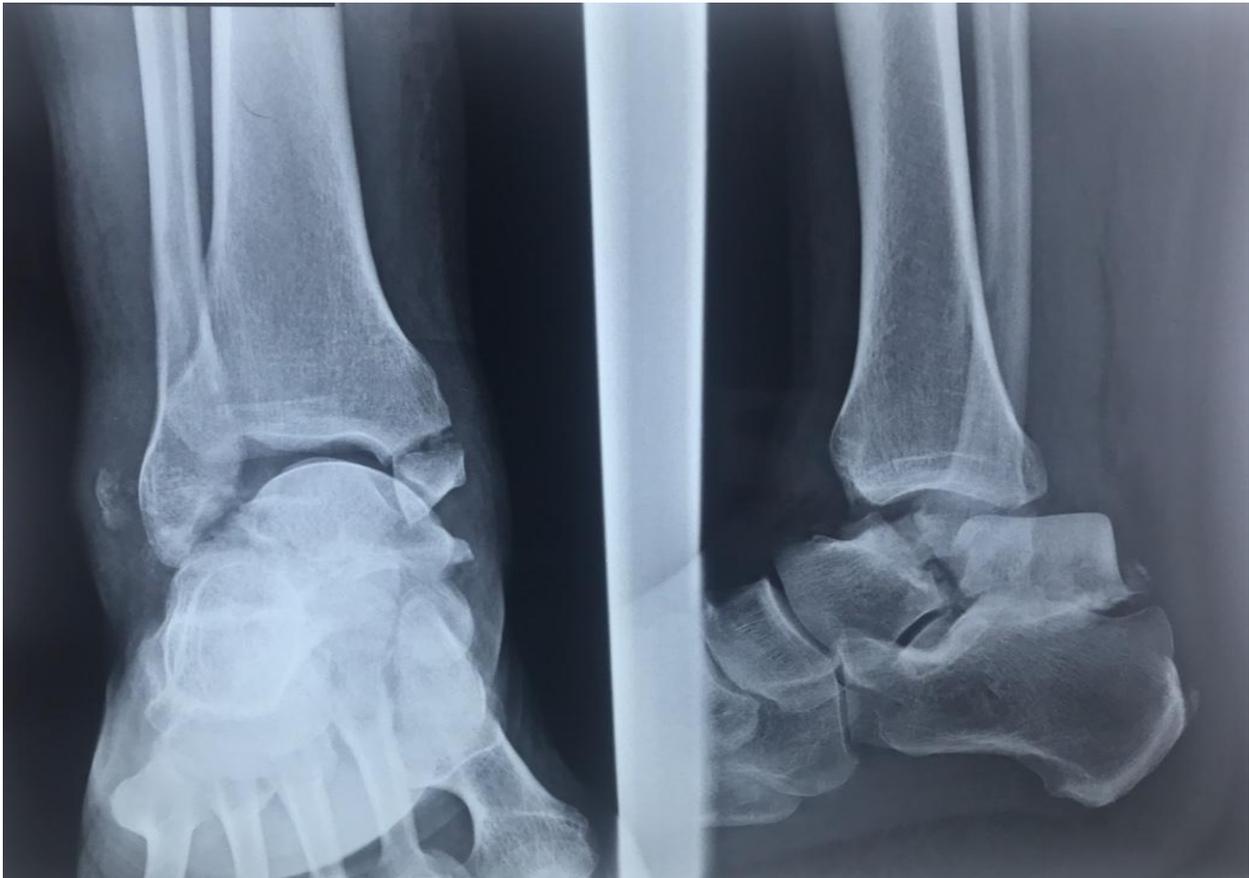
Radiographie de la cheville face et profil montrant une fracture bimalléolaire associée à une fracture du corps du talus avec énucléation postérieure d'un fragment talien.
